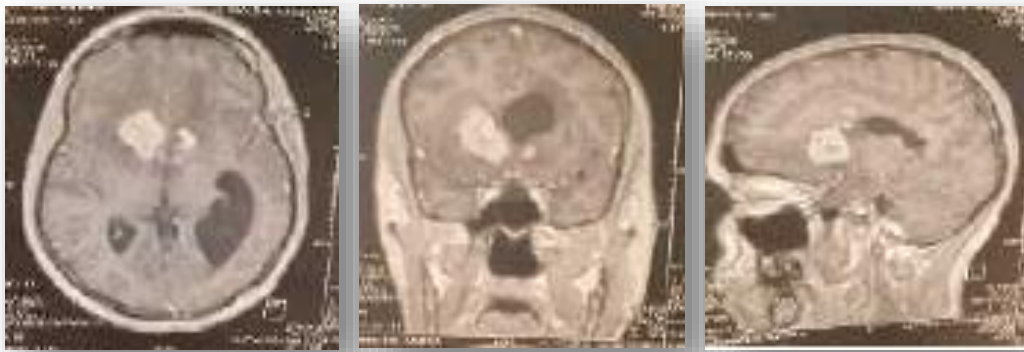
IRM cérébrale de la patiente 9
